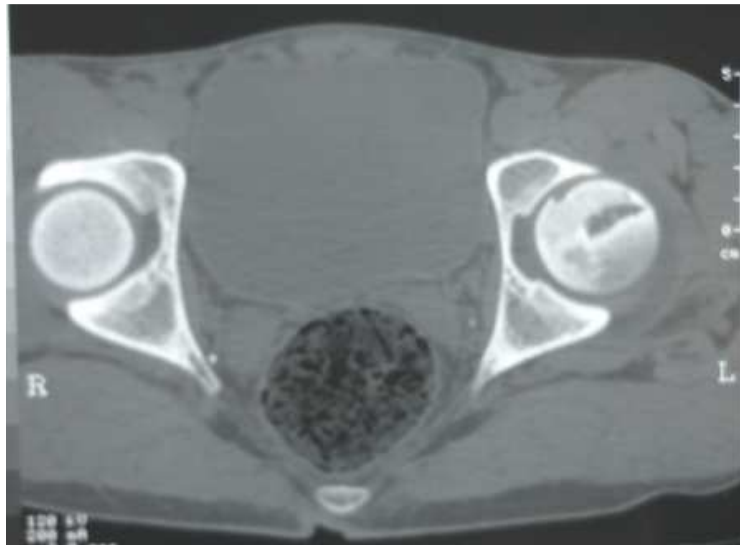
TDM :ONATF image en coup d'angle sous chondrale à gauche, (notre série observation n° 6)
